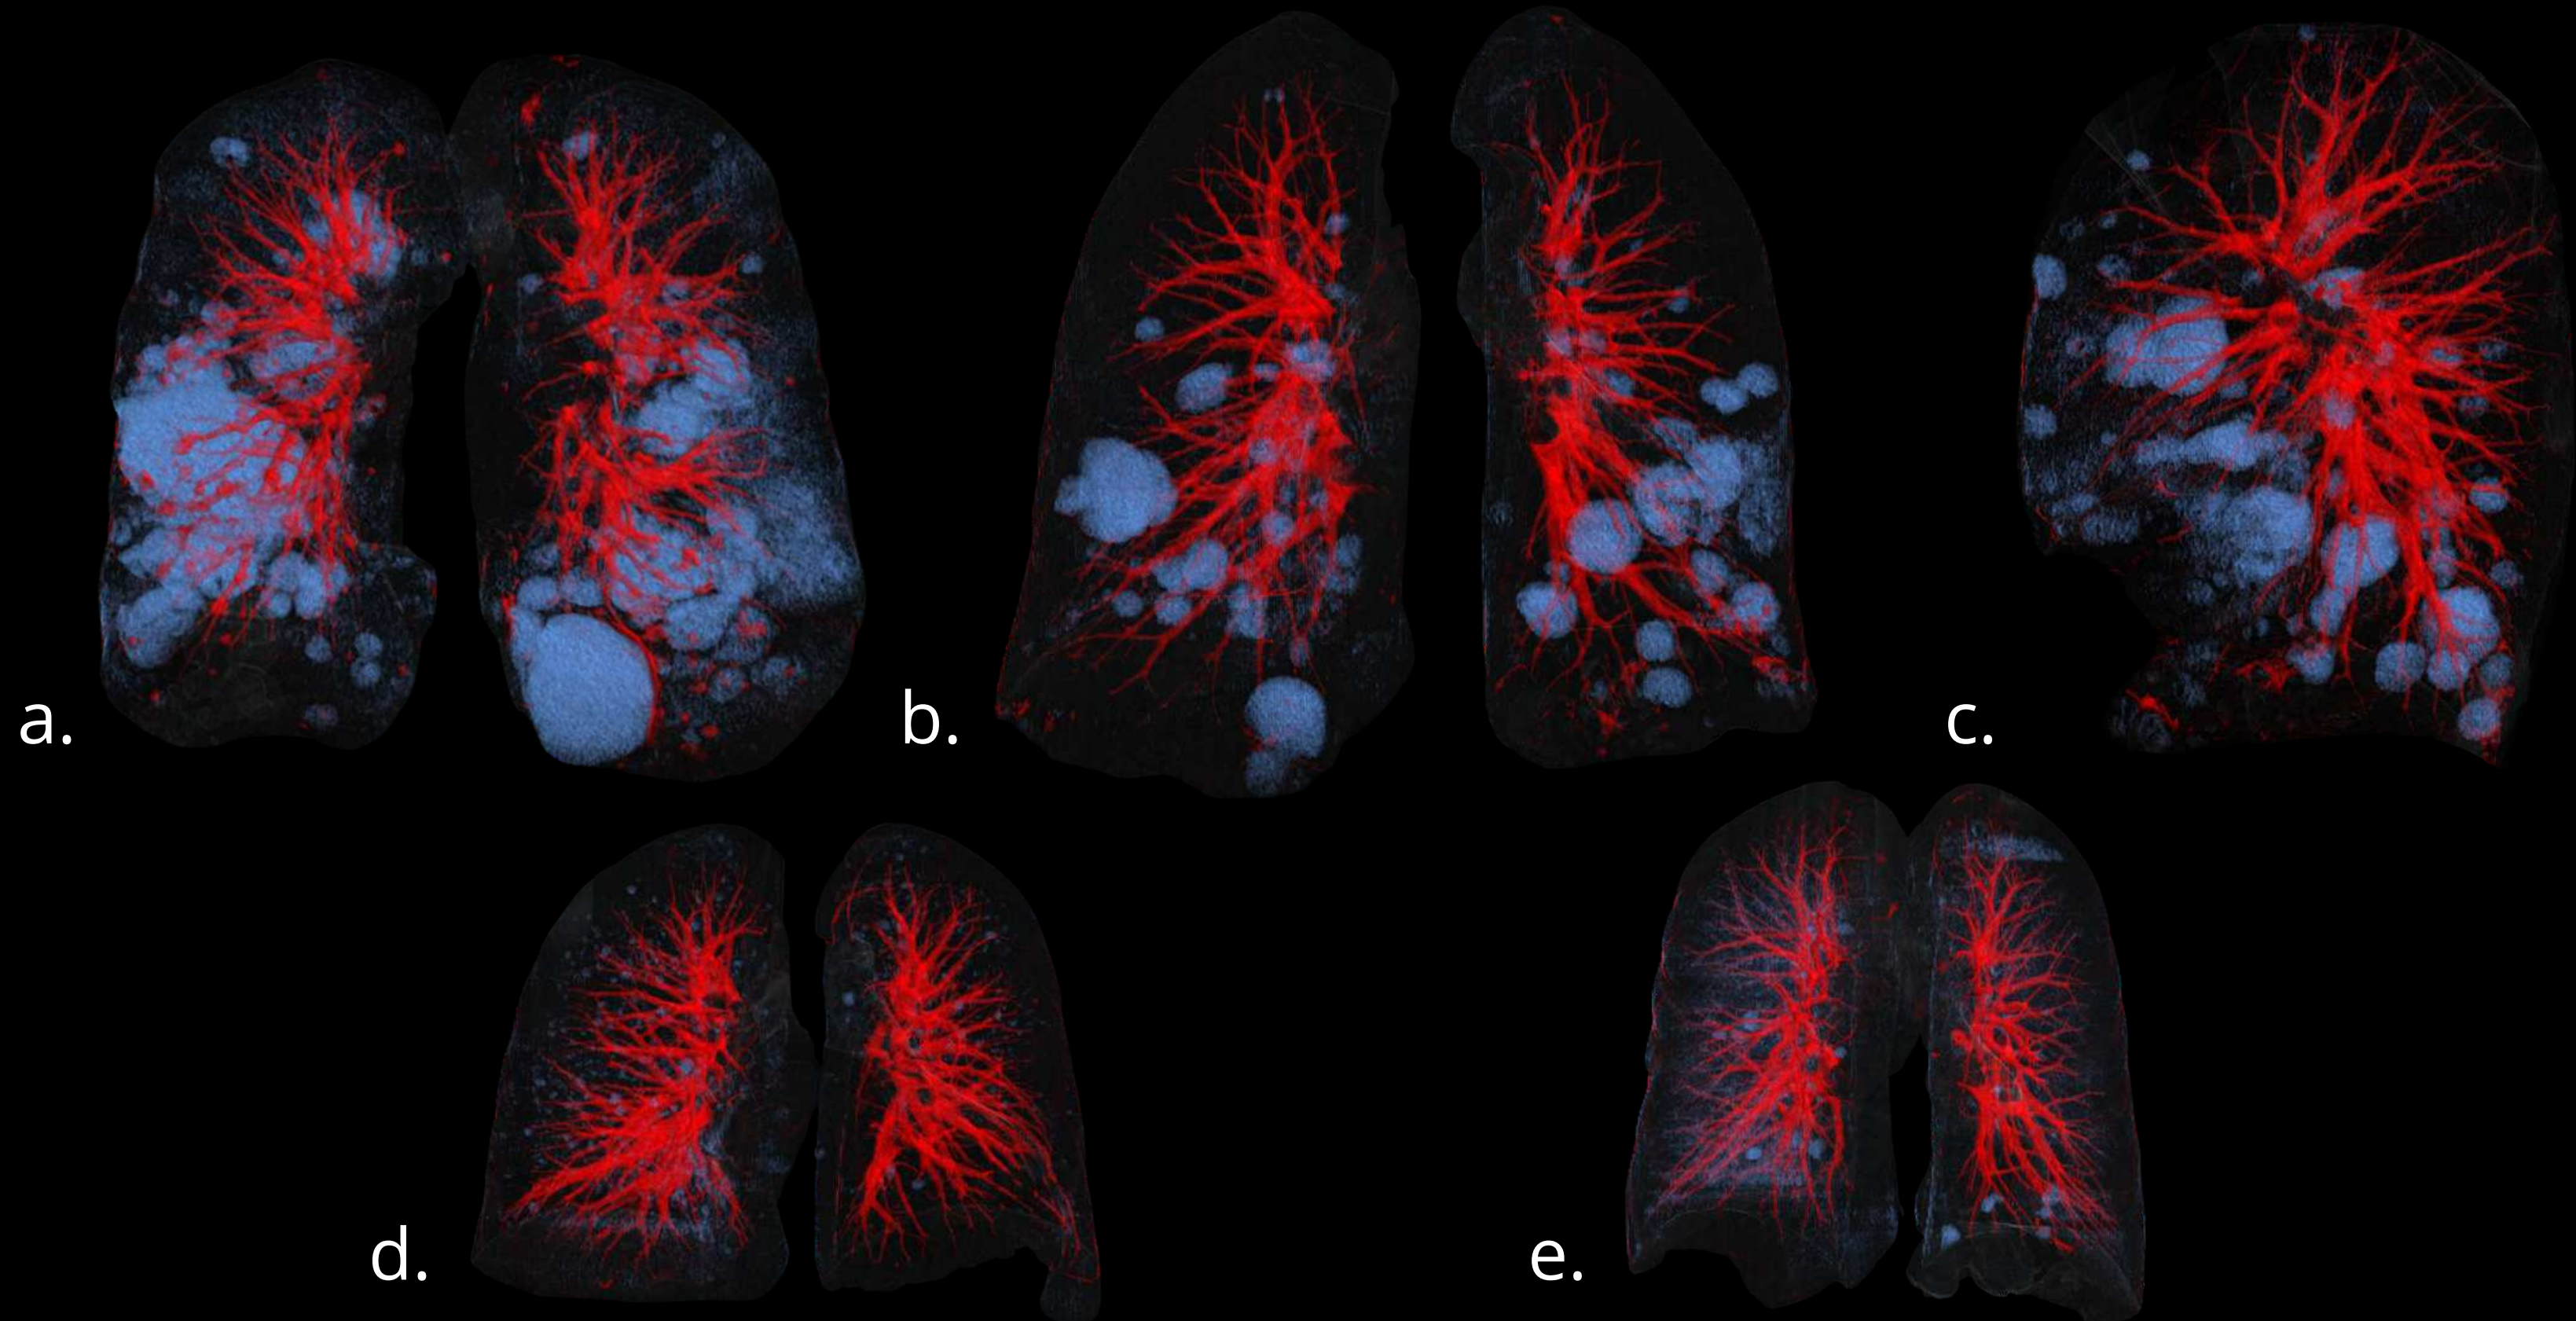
Reconstrucciones de tomografías de diferentes enfermedades quísticas. a) Amiloidosis, b y c) Neumonitis intersticial linfoidea coronal y sagital, d) Linfangioleiomiomatosis, e) Birt-Hogg-Dubbé.
